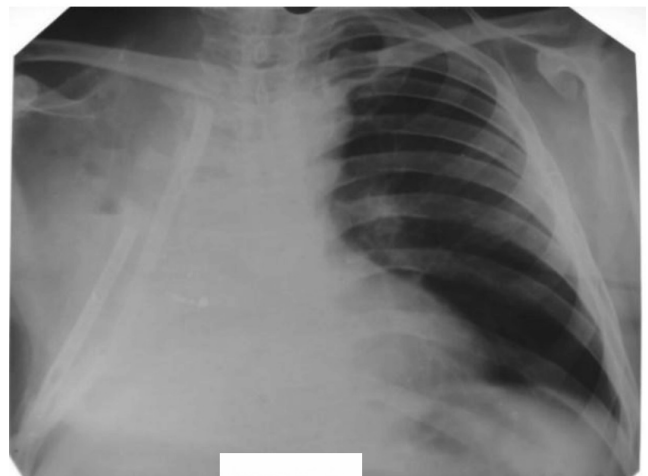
Обзорная рентгенограмма пациента С. через 2 сут. после реампутации правого главного бронха и 8-реберной торакопластики. В правой плевральной полости — два дренажа. Средостение смещено вправо, грудная стенка справа приближена к средостению. Экссудата в плевральной полости нет. В левом легком инфильтративных изменений нет
